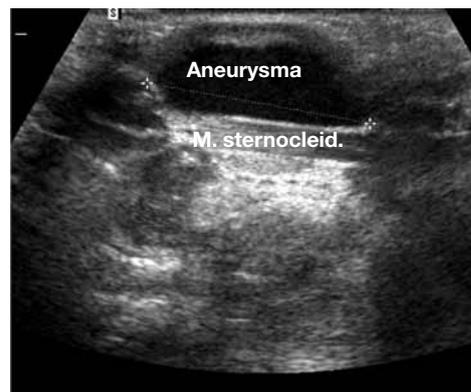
Sonografie Längsschnitt
